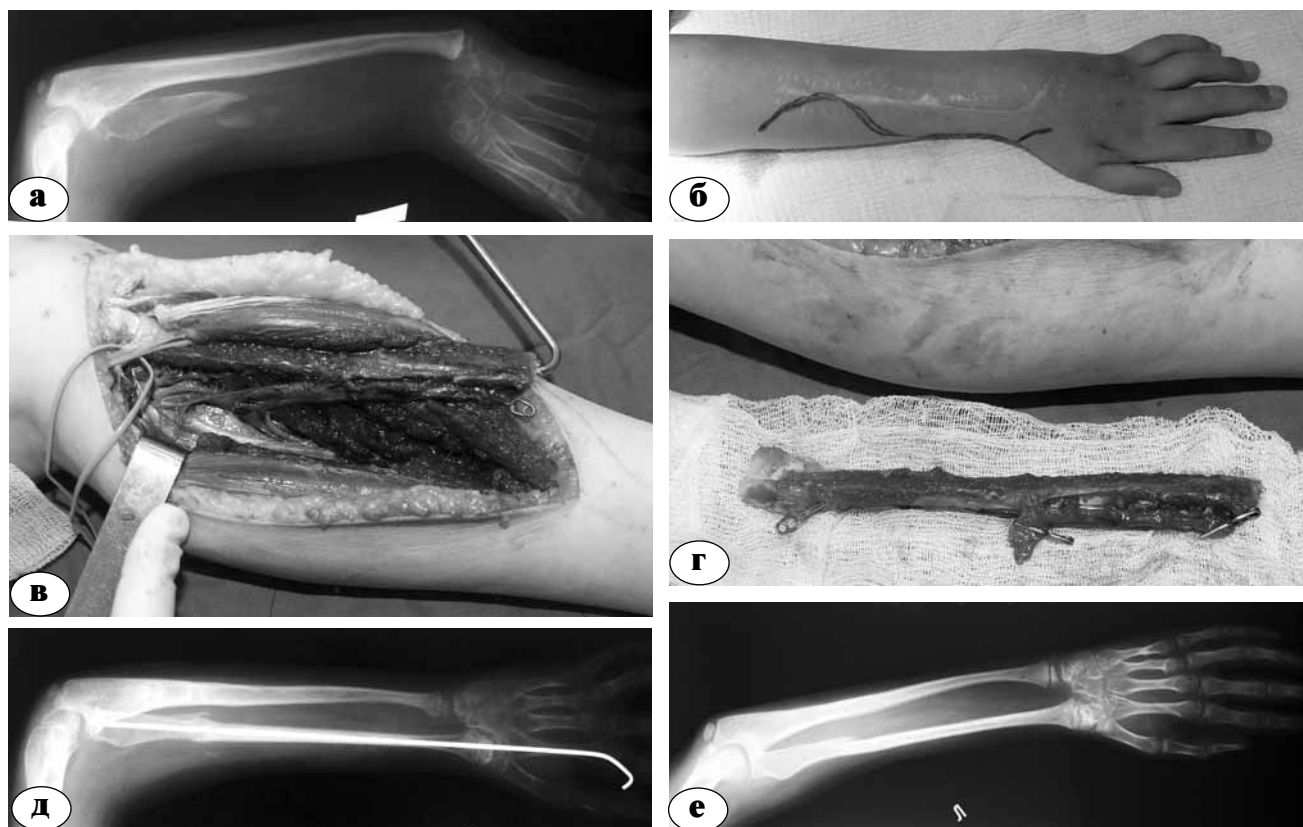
Этапы и результат микрохирургической реконструкции левого предплечья у пациента К., 10 лет, предложенным способом: а – рентгенограмма левого предплечья и кисти перед реконструктивной операцией; б – внешний вид левого предплечья и кисти перед второй операцией; в – этап формирования на правой голени кровоснабжаемого костного аутотрансплантата из проксимального отдела малоберцовой кости; г – костный аутотрансплантат выделен в ходе операции на двух питающих сосудистых ножках; д – рентгенограмма левой кисти и предплечья через 4 недели после реконструктивной операции; е – рентгенограмма левой кисти и предплечья через 2 года после замещения обширного дефекта лучевой кости предложенным способом
